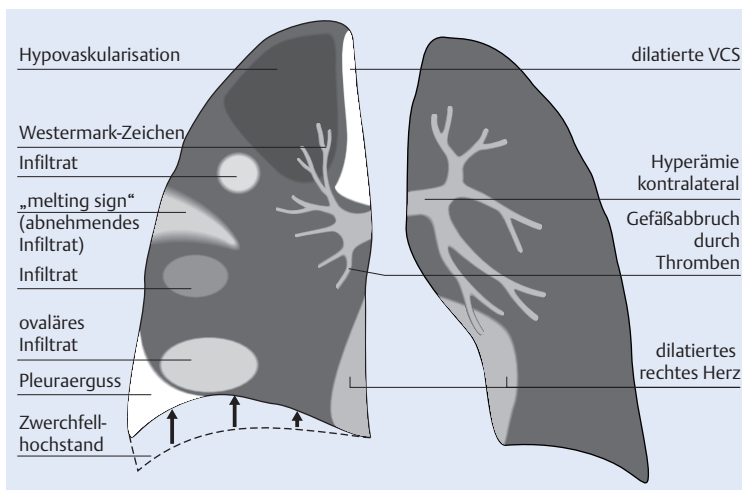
Synopis: Zeichen und Befunde bei Lungenarterienembolie im Röntgenbild.
